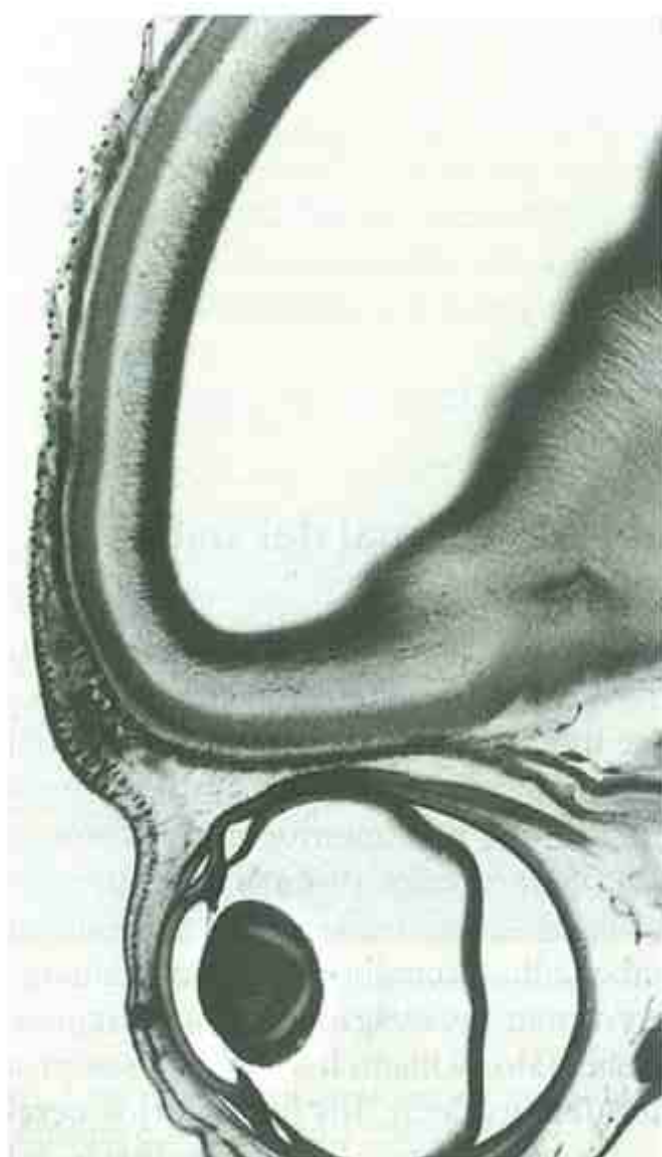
Sección sagital de un cerebro fetal a la altura del ojo a las 10 semanas de desarrollo. Se observa la zona cortical única de la corteza cerebral y el espacio ventricular relativamente grande. (De Smith DW, Gong BT: *Teratology* 9: 17, 1974. Copyright © 1974. Impreso con permiso de Wiley-Liss, Inc., una filial de John Wiley & Sons, Inc.)
